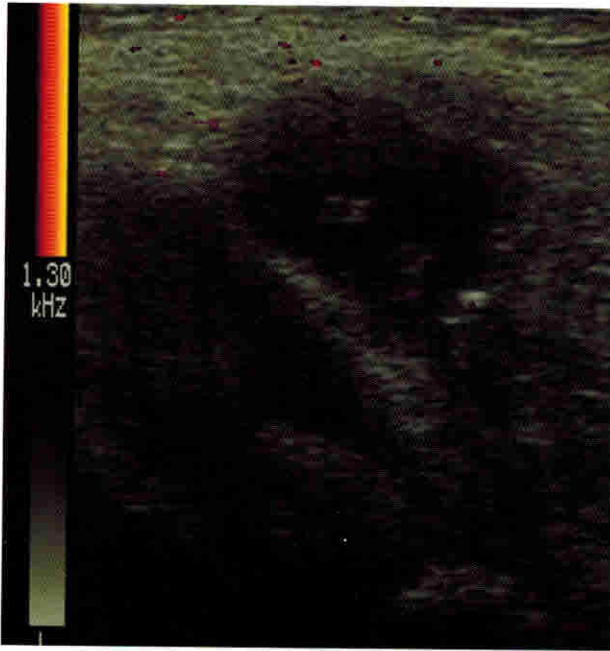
Больной Г., 43 года. Суставной ганглион ладонной поверхности лучезапястного сустава. УЗИ, применение энергетической доплерографии — анэхогенное образование, имеющее связь с суставом, на анэхогенном фоне которого определяются гиперэхогенные включения; капсула без признаков кровоснабжения
